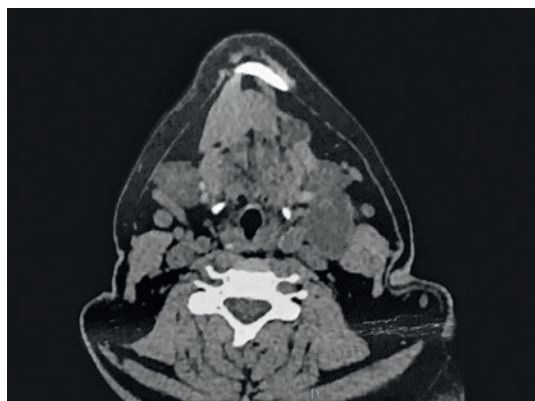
МСКТ 640. Определяются метастазы в подчелюстные лимфоузлы слева
